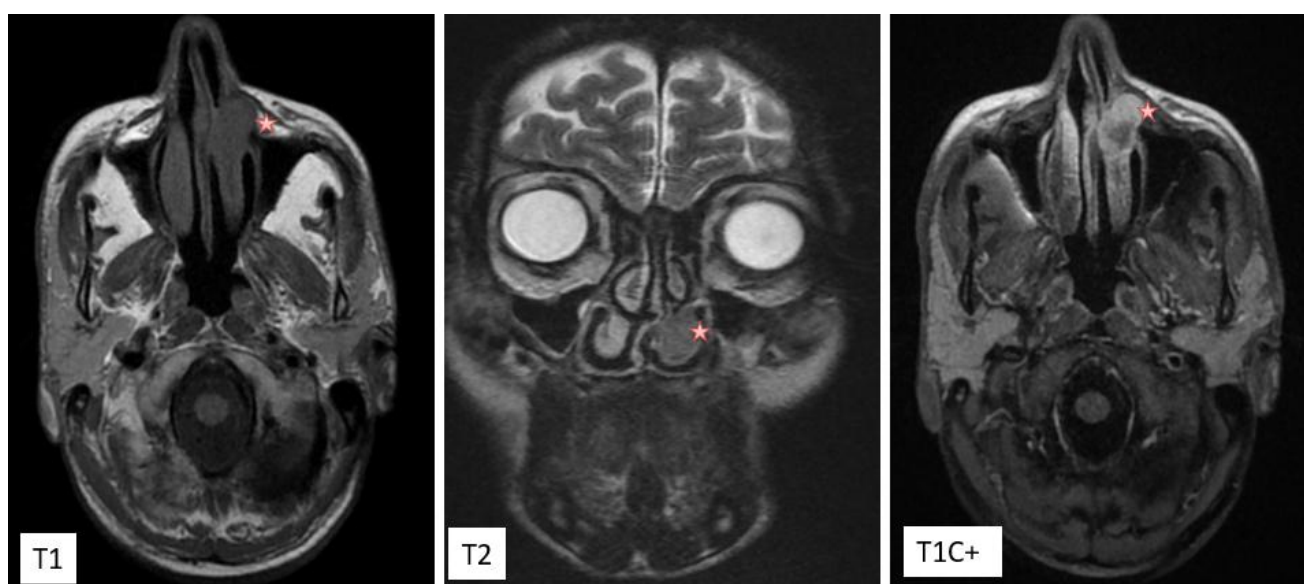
IRM faciale: T1 axial /T2 coronal / T1C+:
